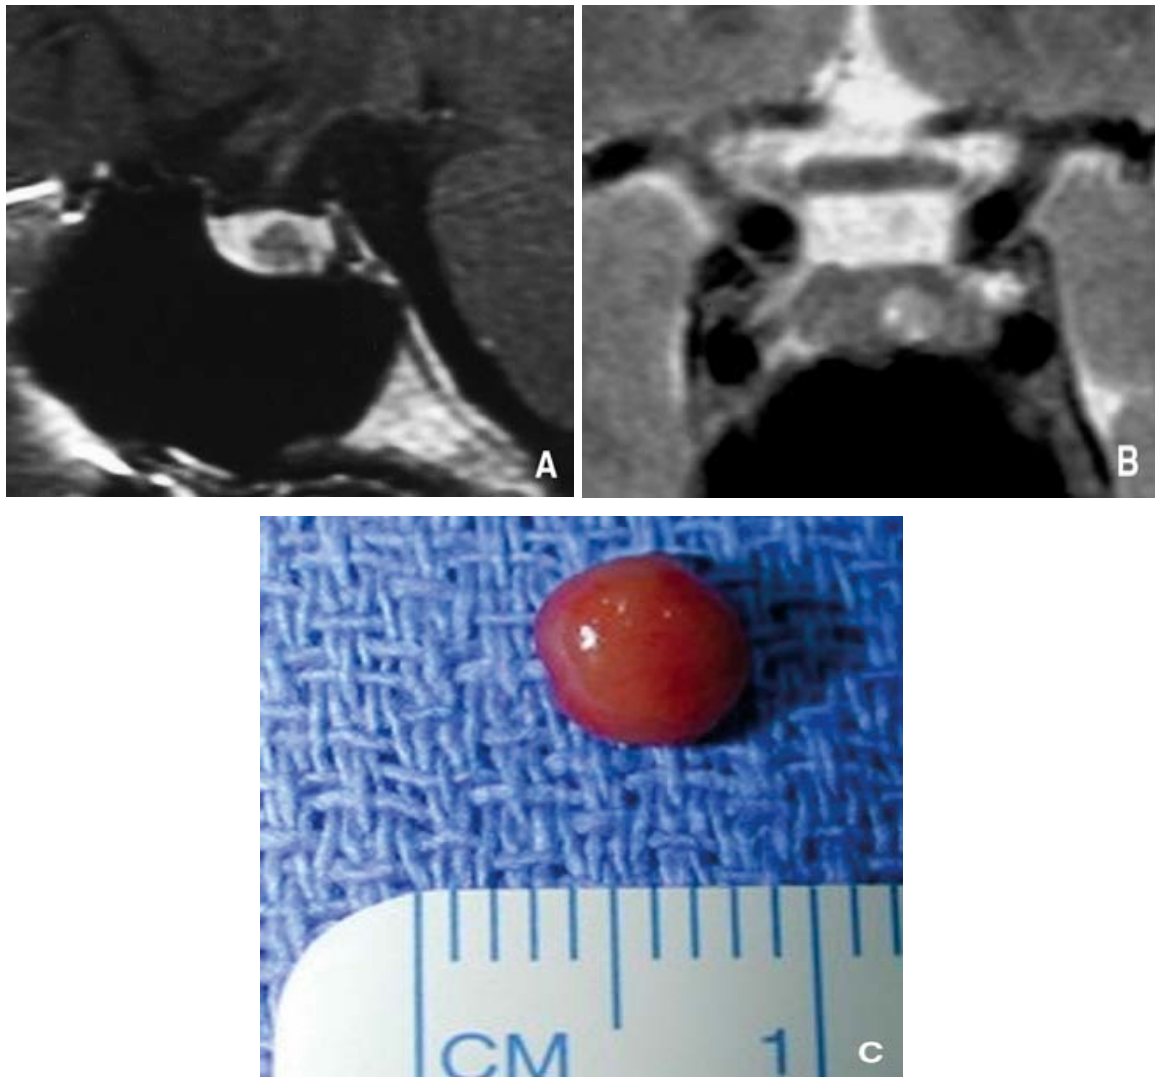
[1] A : Imagerie par résonance magnétique (IRM) en coupe sagittale en séquence T1 : microadénome en hyposignal entouré de tissu hypophysaire sain.
